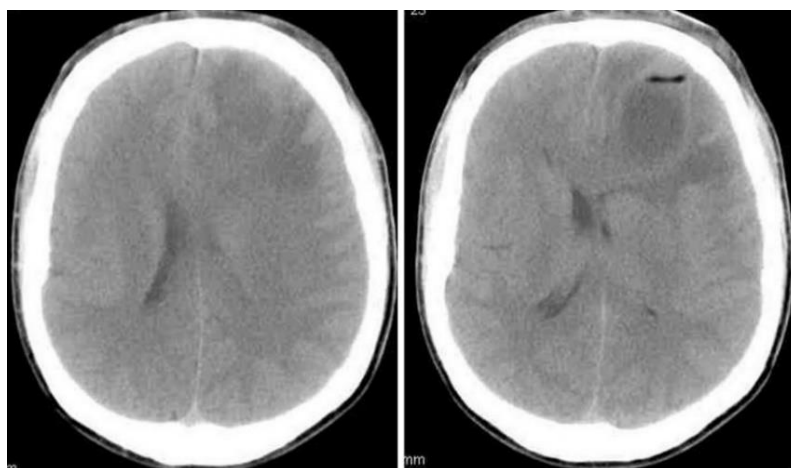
КТ головного мозга без контрастирования пациента К., 23 лет, при поступлении в стационар в аксиальной проекции
